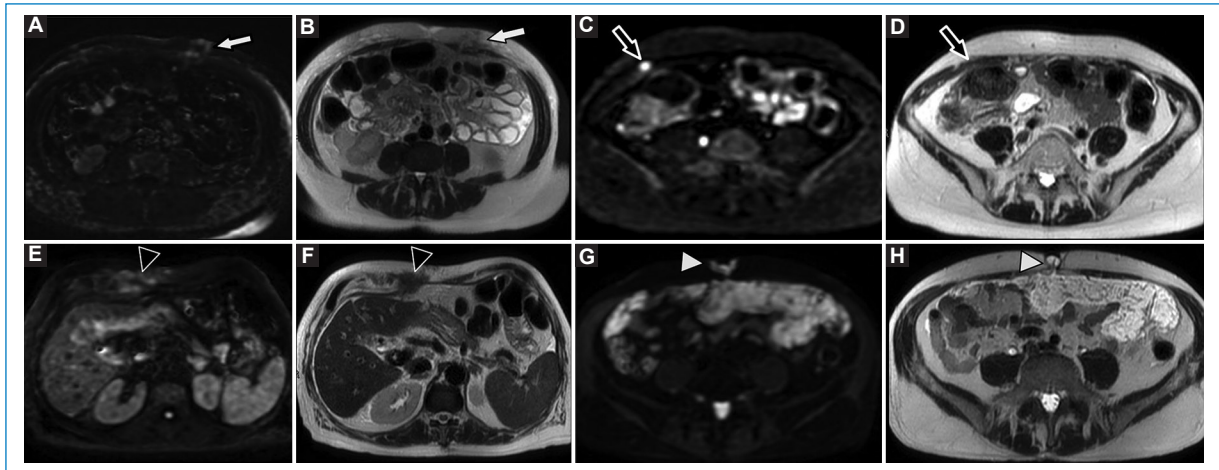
Compromiso de la pared abdominal. (A y B) Hombre 64 años con cáncer colorrectal con compromiso de la pared abdominal y tejido celular subcutáneo en la región anterior paramediana izquierda (flecha blanca). (C y D) Mujer de 43 años con cáncer de ovario y pequeño implante parietal entre los músculos recto anterior y oblicuo derecho (flecha negra), mejor visible en secuencia de DWI. (E y F) Mujer de 68 años con cáncer de ovario e implante perihepático anterior con afectación de la pared en la región subcostal (punta de flecha). (G y H) Hombre de 59 años con cáncer colorrectal mucinoso con extenso compromiso del epiplón mayor y afectación focal de la pared abdominal en la región umbilical (punta de flecha).
